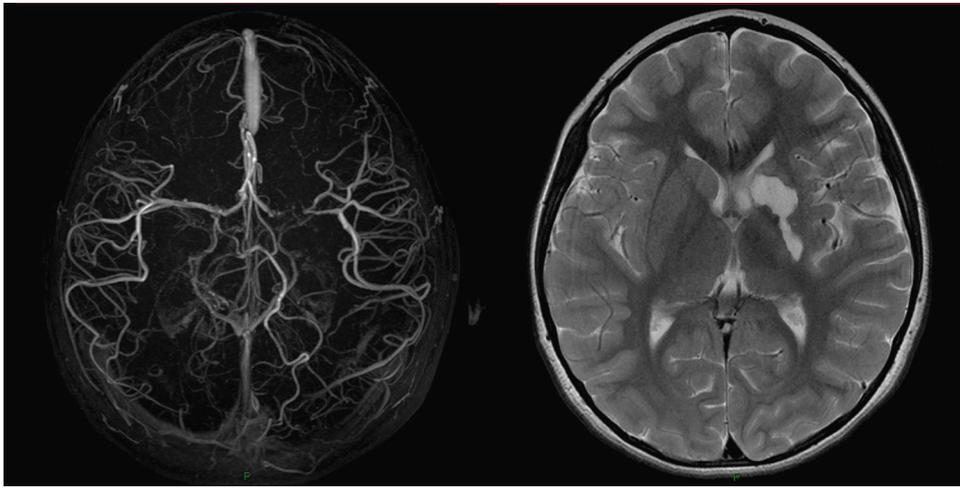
Estudio vascular por angi resonancia magnética realizado 4 meses después del egreso hospitalario, muestra persistencia del defecto de llenado identificado inicialmente en el segmento M1 izquierdo con circulación distal normal. A la derecha, secuencia T2 por resonancia magnética, muestra imagen hiperintensa consistente con zona de malacia localizada en la cabeza del núcleo caudado y porción medial del núcleo lenticular, la cápsula interna aparece íntegra.
